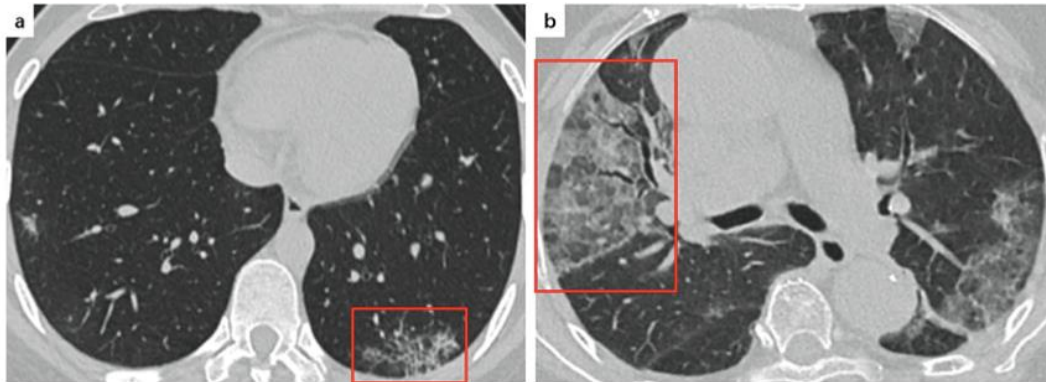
Pneumonia COVID-19 dengan pencitraan khas menurut sistem klasifikasi CT thorax Radiological Society of North America (RSNA) (51). Gambar CT thorax nonenhanced aksial (window paru) pada pria 59 tahun dan seorang pria berusia 47 tahun (B), masing-masing dengan hasil tes RT-PCR positif untuk SARS-CoV-2, menunjukkan area bilateral opasitas ground-glass (panah) dalam distribusi perifer. (Thomas et al 2020)
